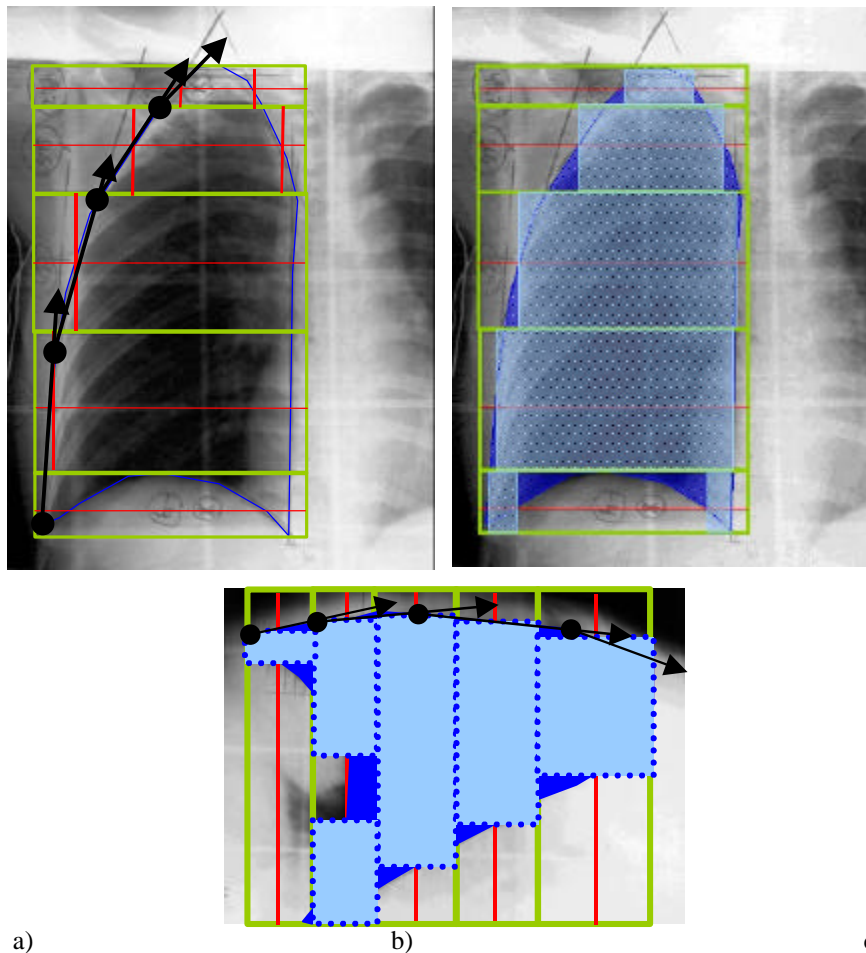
Aplicación del criterio de selección de cortes de TC sobre un paciente.
